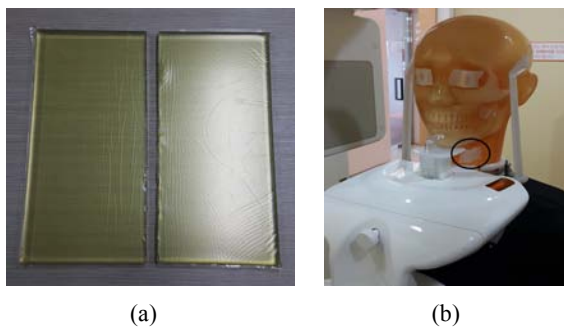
Dental radiographic phantom with bolus (a) and attached glass dosimeter in thyroid part (b, black circle).
